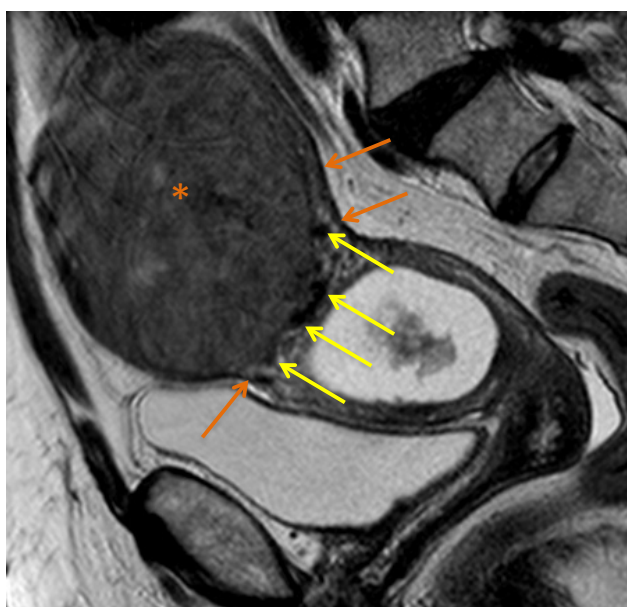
Sagital T2 de RM pélvica demonstrando volumoso leiomioma subseroso no fundo uterino (*), com “sinal da garra” pela presença de miométrio envolvendo as suas margens (setas laranja), e sinal da ponte vascular, pela presença de imagens punctiformes de vazio de sinal entre a superfície do leiomioma e do útero adjacente que correspondem a vasos, traduzindo o sinal da “ponte vascular” (setas amarelas).
